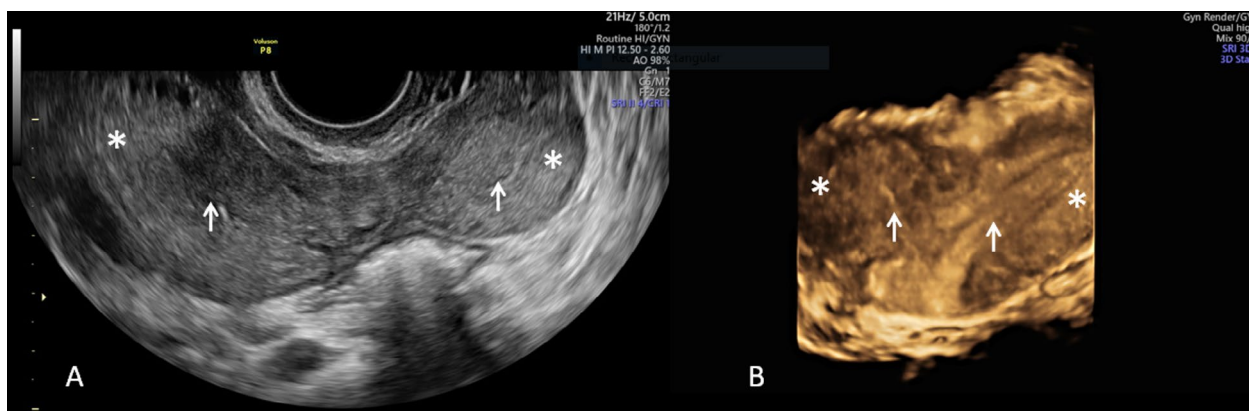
Ultrasonografía de control en el puerperio con evidencia del útero bicornue en 2D y reconstrucción 3D. A: corte axial en 2D donde se evidencian dos cuernos uterinos (señalados con asterisco) y endometrio (señalados con flechas). B: reconstrucción en 3D donde se evidencian dos cuernos uterinos (señalados con asterisco) y endometrio (señalados con flechas).
